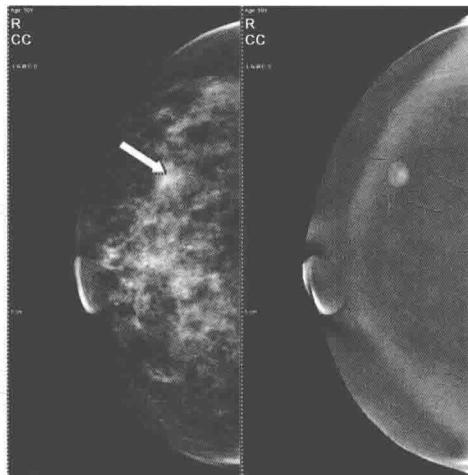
乳腺X线摄影低能图(女性,50岁)
